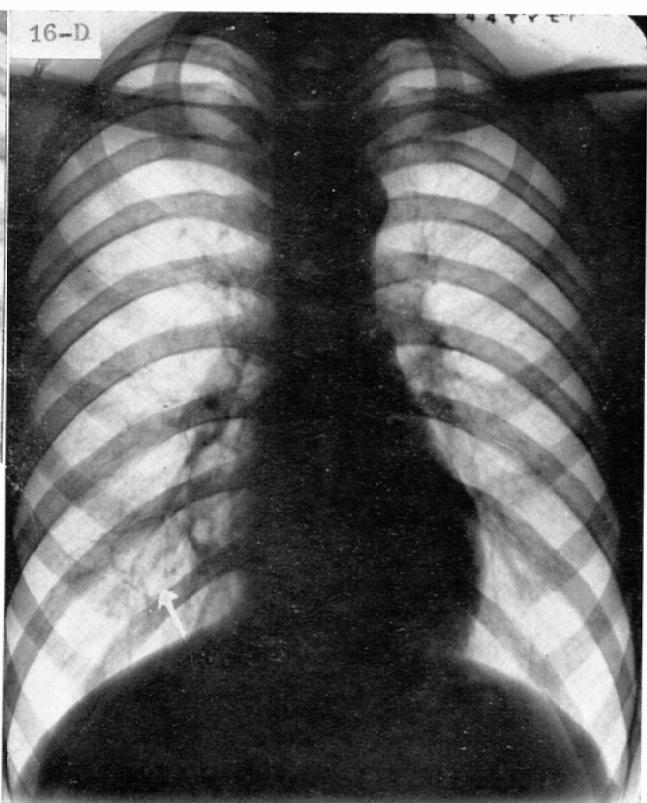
D. Chest roentgenogram on Dec. 21, 1960 showing the middle sized bulla in the right lower lung field without any surrounding inflammation.
